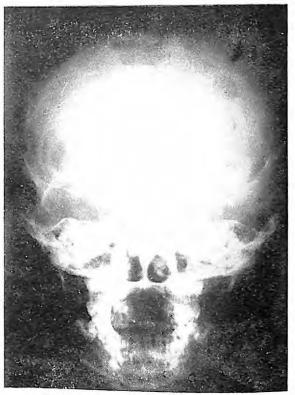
La radiografía demuestra la destrucción de la pared externa de la órbita e imágenes osteolíticas en los huesos parietales.
